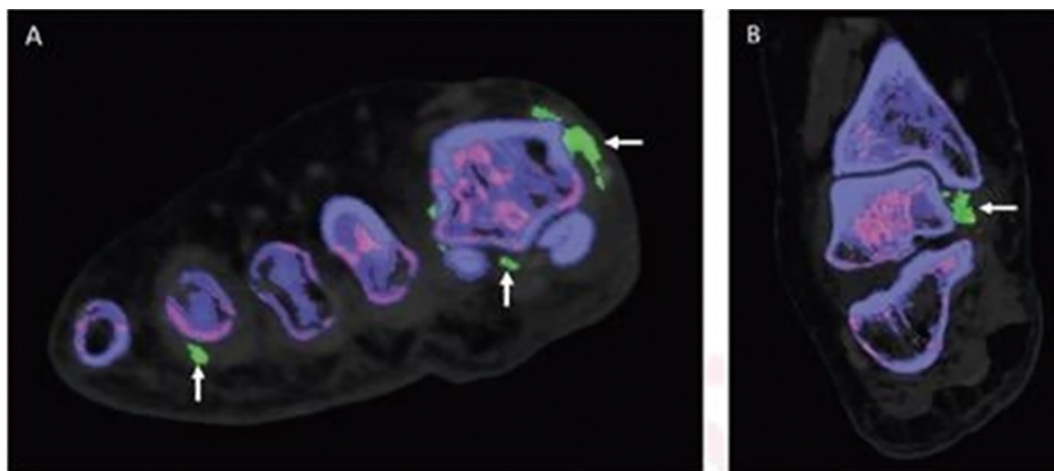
(Color online) (A) Image diagnosing green MSU at the tips of the first and fourth toes using Dual Energy CT Gout VRT (B) Image diagnosing green MSU in the talus, an area where gout frequently occurs, using Dual Energy CT Gout VRT [46].
